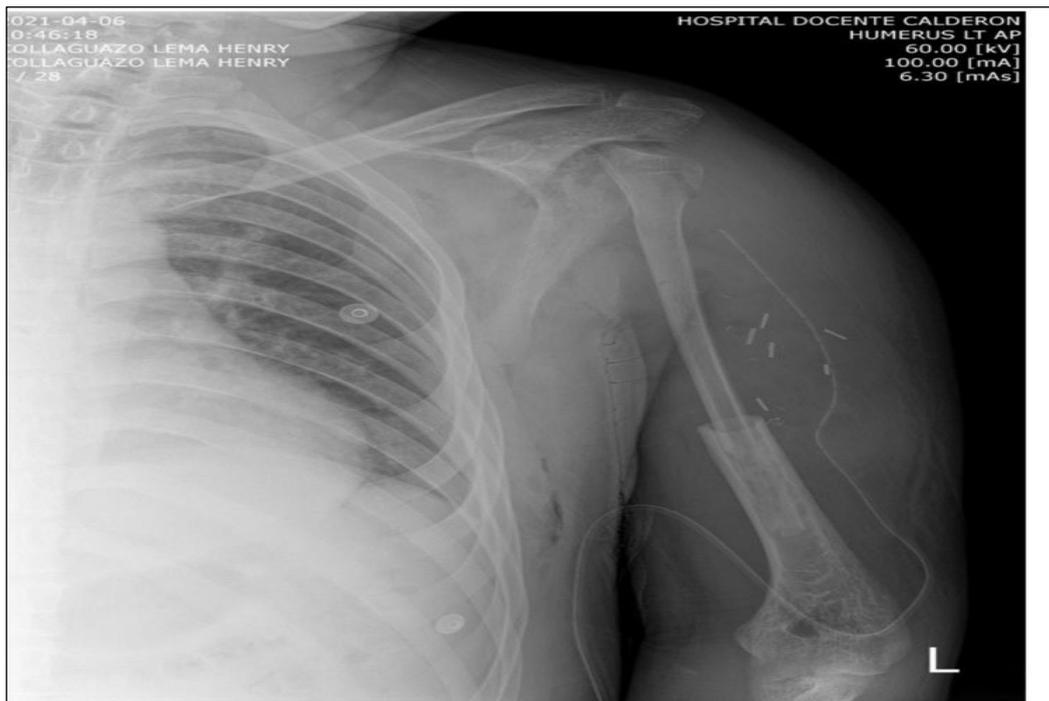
Radiografía anteroposterior brazo izquierdo. - Control post operatorio.
